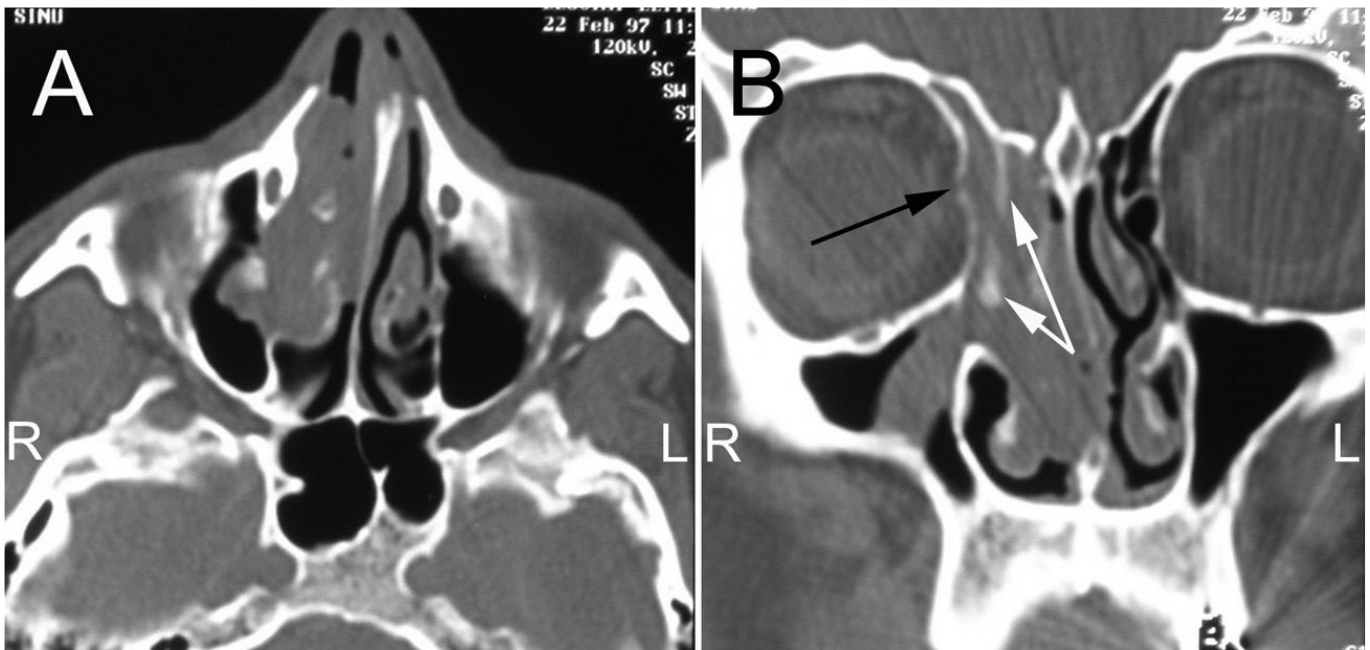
Tumeur initiale. TDM des sinus sans injection. A. Coupe axiale. B. Coupe coronale. Bilan initial avant la première chirurgie. On visualise PI au méat moyen droit avec atteinte des cellules ethmoïdales antérieures et extension vers le sinus maxillaire droit. Sur la coupe B, on visualise (flèche noire) une ostéolyse de la lame papyracée, et (flèches blanches) une condensation des parois osseuses ethmoïdales antérieures.
